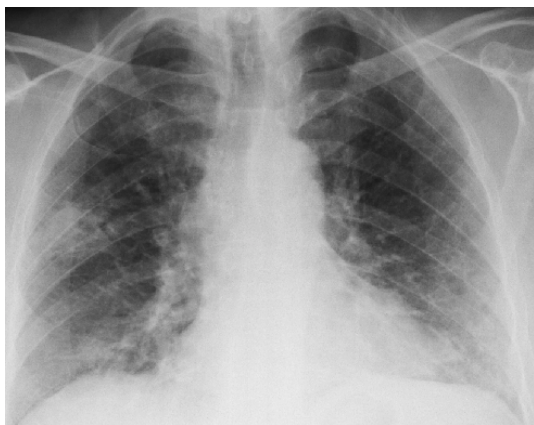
En radiografía de tórax: un infiltrado en lóbulo superior derecho
